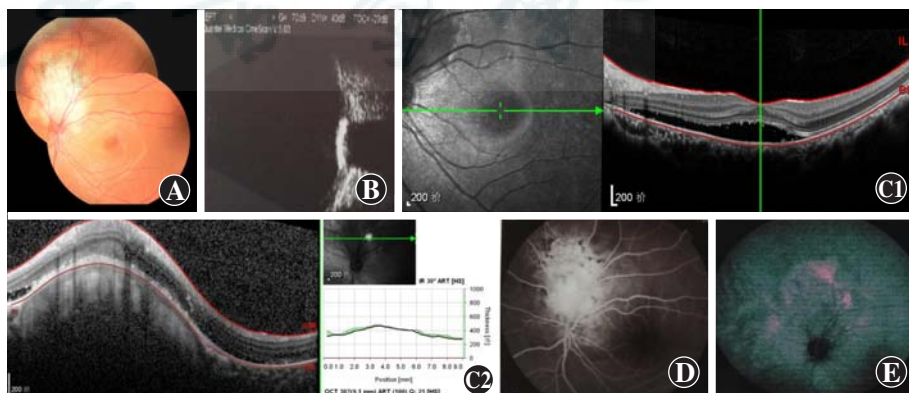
治疗前患者左眼检查 A:彩色眼底照相示视盘上方可见边界清楚的黄白色病灶 B:B型超声检查示视盘区轻度隆起的高反射灶 C:OCT示左眼黄斑区及视盘区RPE层隆起,其下可见视网膜下积液,未见脉络膜新生血管(C1:黄斑区 C2:视盘上方瘤体) D:FFA示动脉期瘤体内充满不均匀脉络膜荧光,晚期瘤体内高荧光,其内有低荧光区 E:ICGA示早期视盘周围瘤体呈弱荧光,其内可见异常脉络膜血管,晚期瘤体呈相对弱荧光,其内可见点状强荧光
